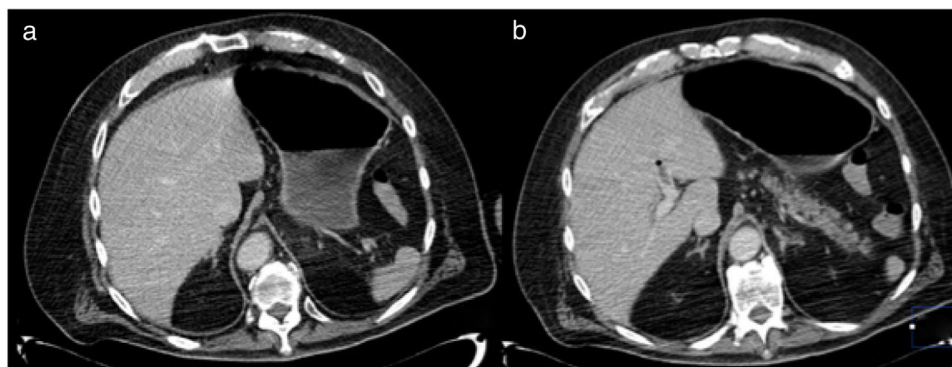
a) TAC con estómago sin evidencia de engrosamientos anormales, y se observa resolución de la neumatosi; b) Disminución de gas portal con presencia de trombo en rama izquierda.
